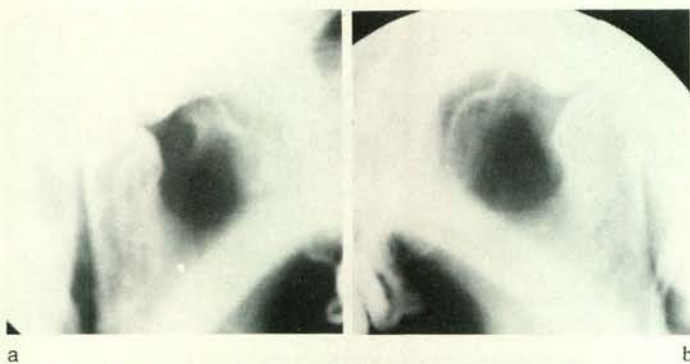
Röntgenopnamen van het linker en rechter gewricht volgens Schüller vóór behandeling (patiënt no. 7310-0313): a. bij maximale occlusie links, b. bij maximale mondopening links, c. bij maximale occlusie rechts, d. bij maximale mondopening rechts.
